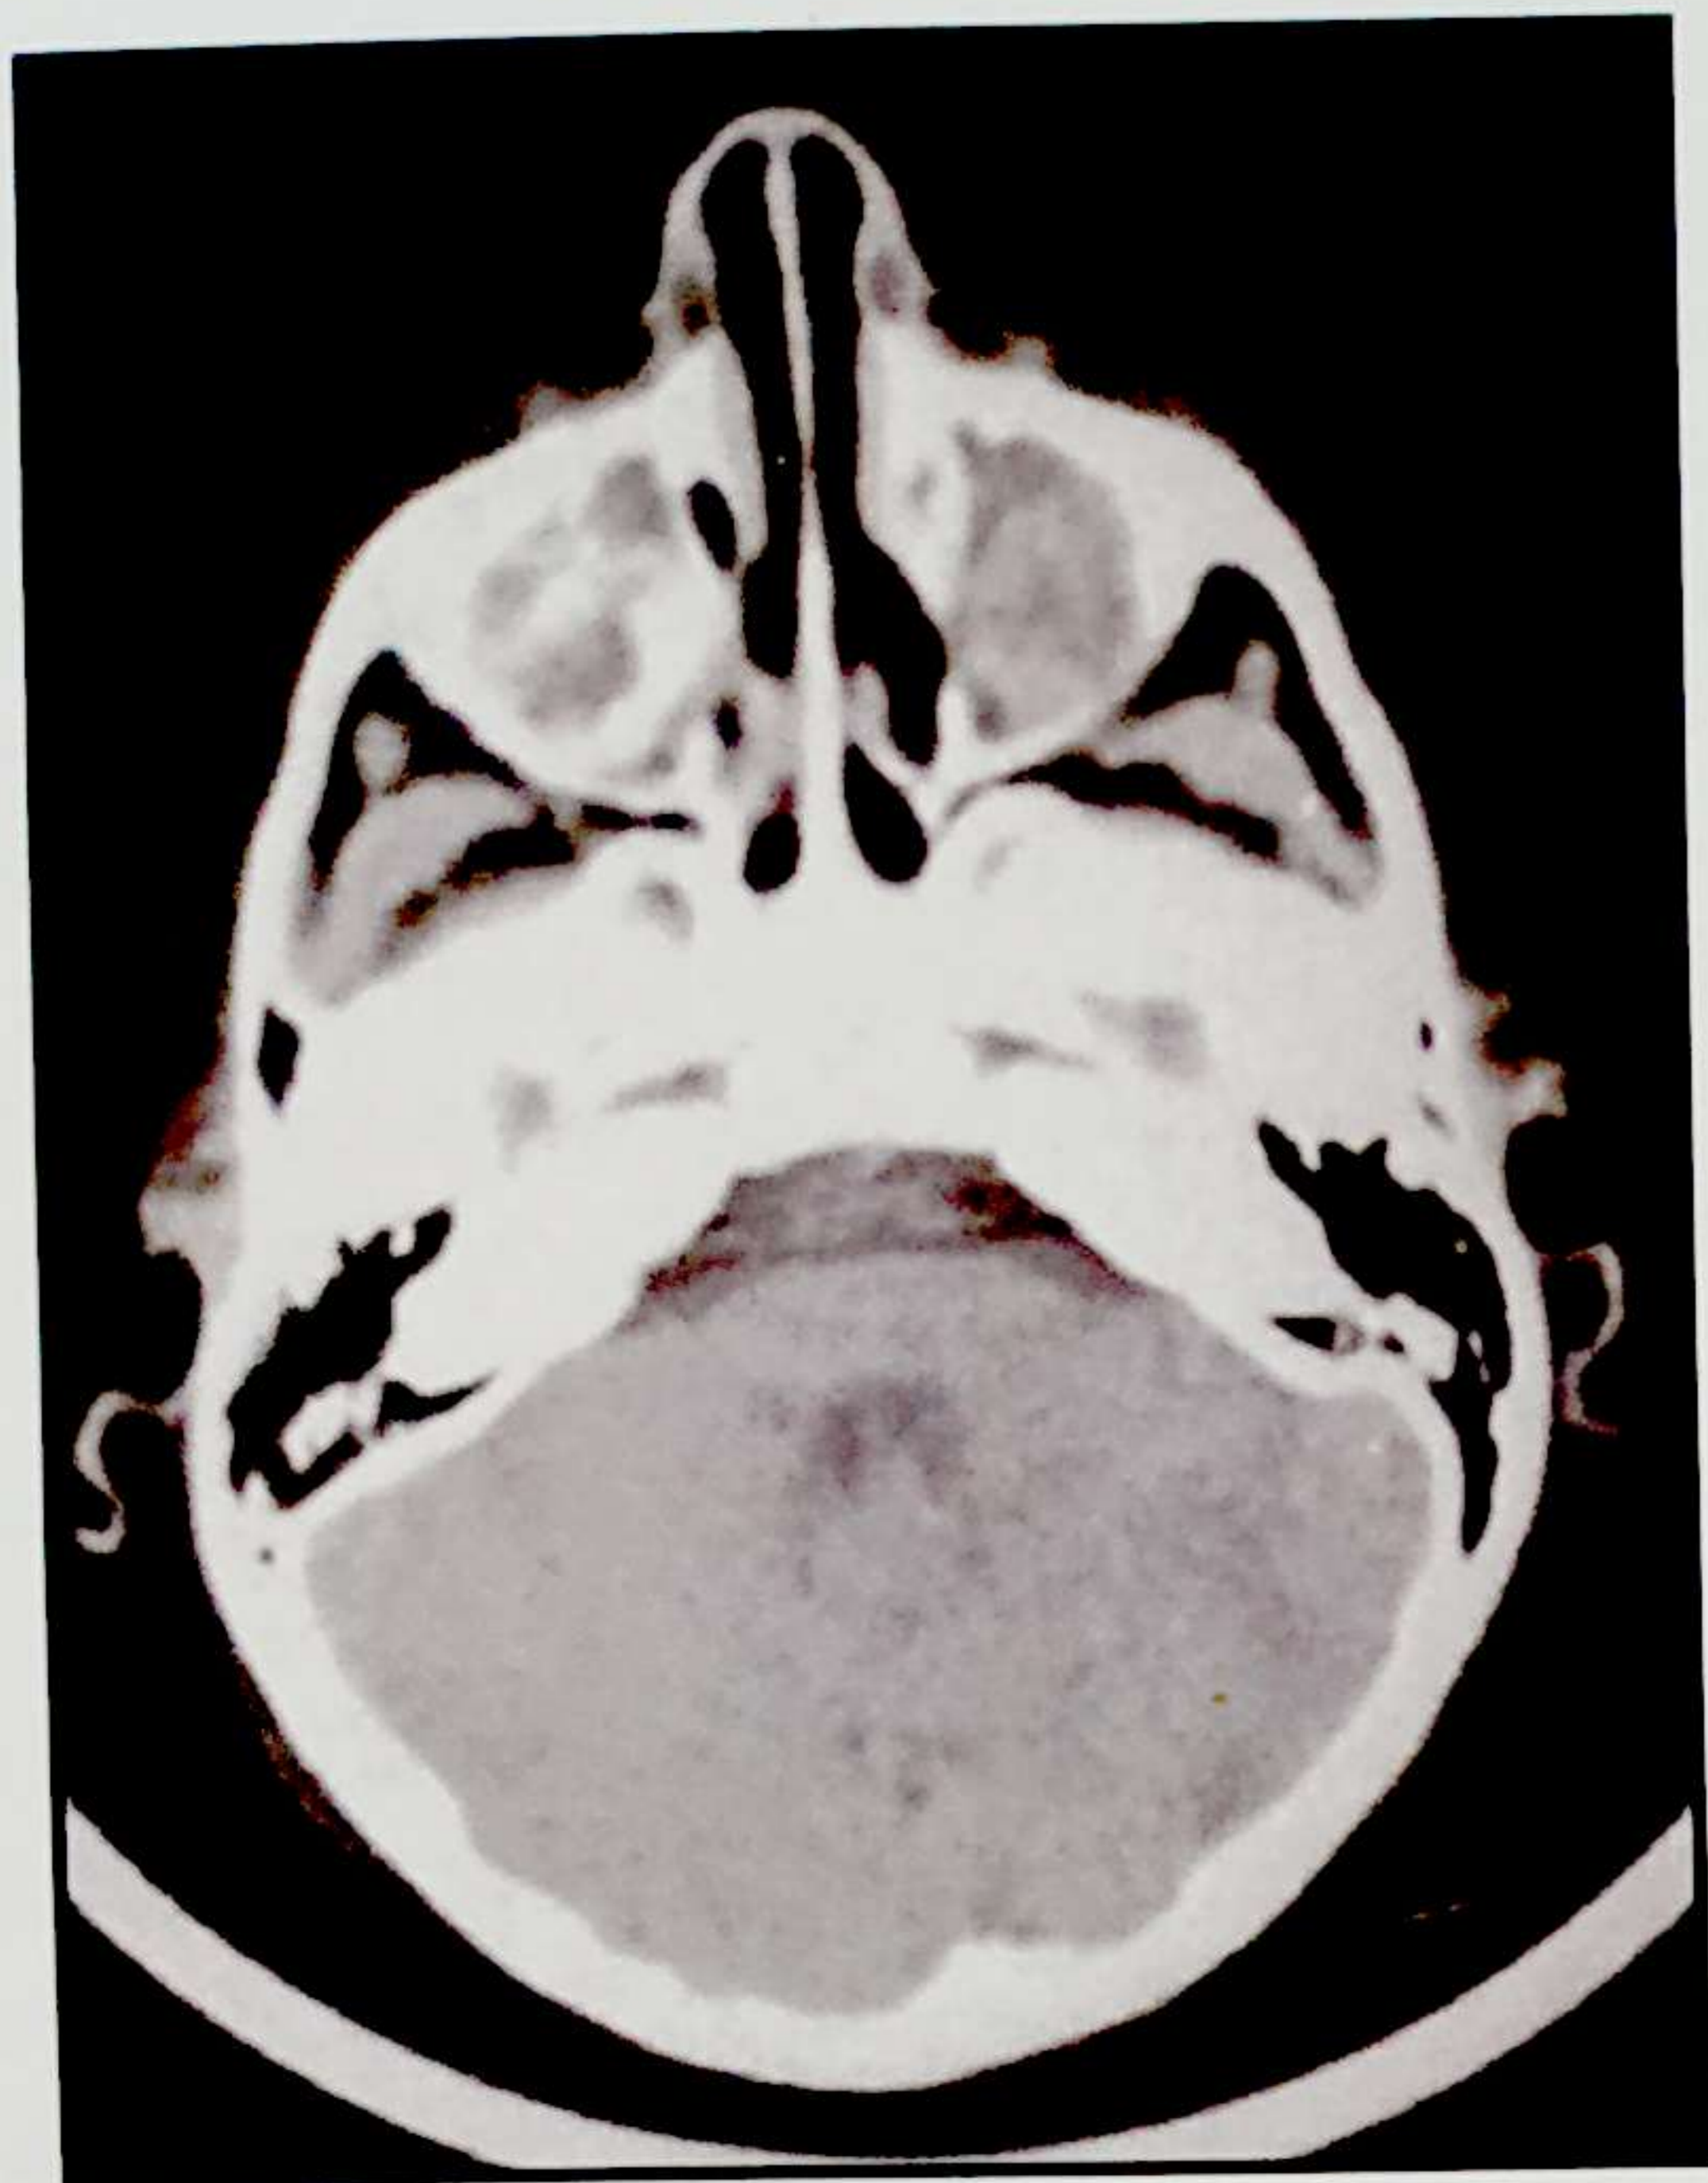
28. Tumora odontogenă adenomatoidă maxilar superior- imagine CT
